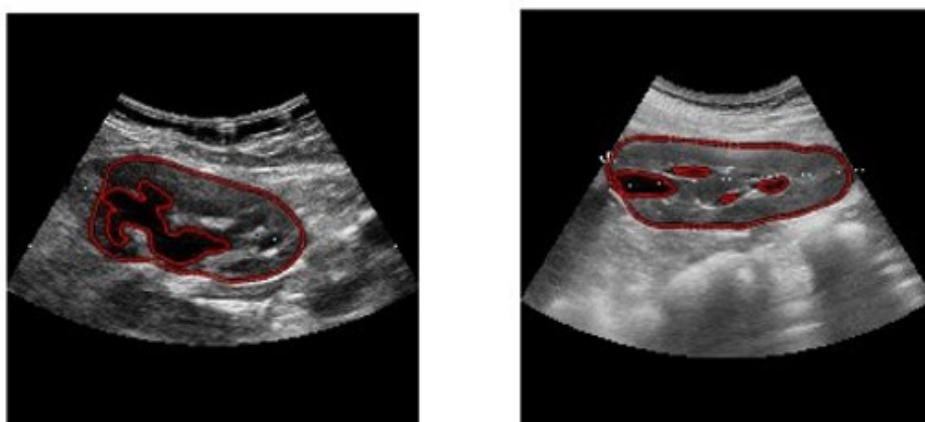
Sonda Esaote immagine 003 (sinistra) e Samsung immagine 0142 (destra). Ecografie di reni pediatrici con evidenziato il parenchima ottenuto sfruttando le due segmentazioni automatiche.
